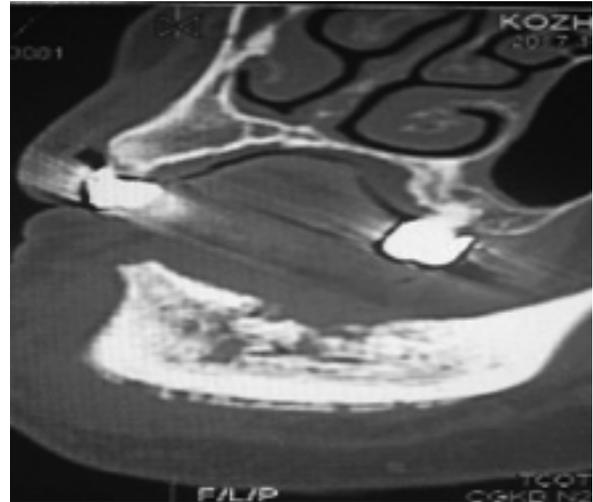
КТ нижней челюсти с очагом остеонекроза.
